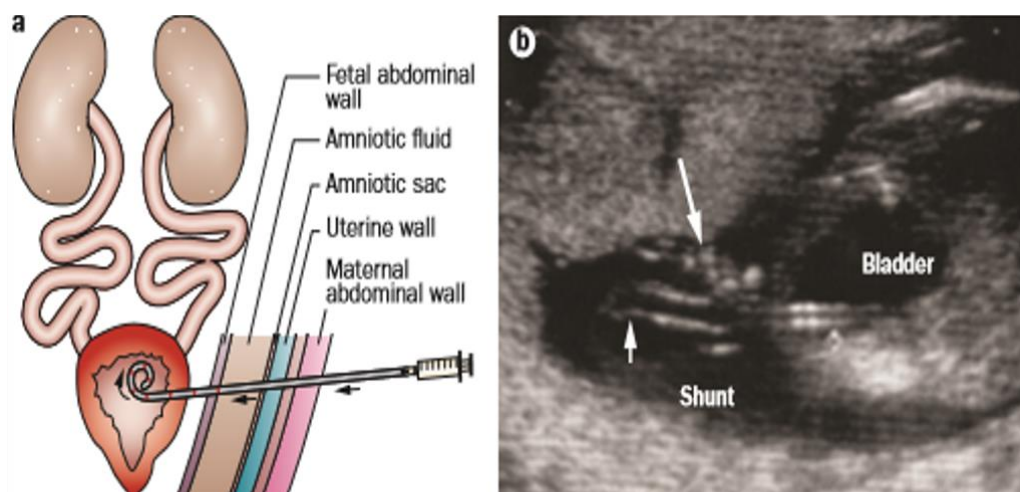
Colocação pré-natal do shunt vesico-amniótico. a) Figura esquemática do shunt vesico-amniótico percutâneo. b) Ecografia pós-inserção, demonstrando colocação correta do cateter em pigtail com a ponta proximal na bexiga e a distal na cavidade amniótica (setas). Kilby *et al* 2014
